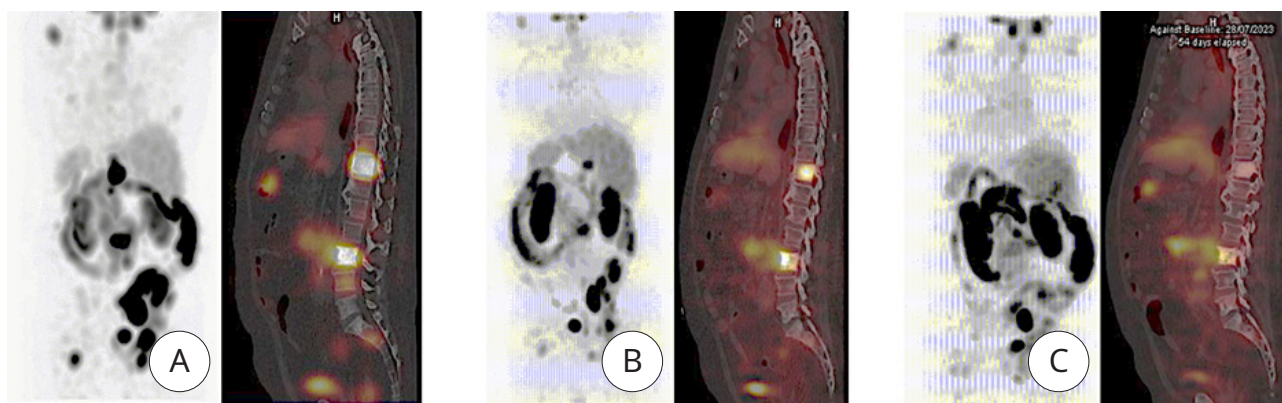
ОФЭКТ / КТ с ^{177}Lu -ПСМА-617 (MIP-реконструкция) и совмещённые сагиттальные срезы: А) 17.06.2023; В) 28.07.2023; С) 20.09.2023
